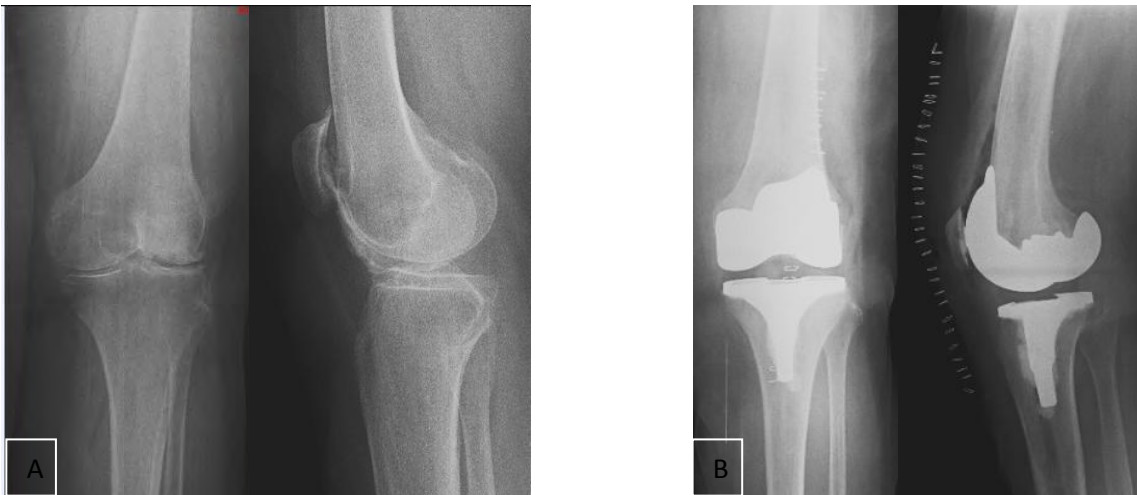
A Radiografía AP y lateral de rodilla de paciente con diagnóstico de gonartrosis primaria. B Radiografía Ap y lateral de rodilla de mismo paciente postoperado ATRP.
